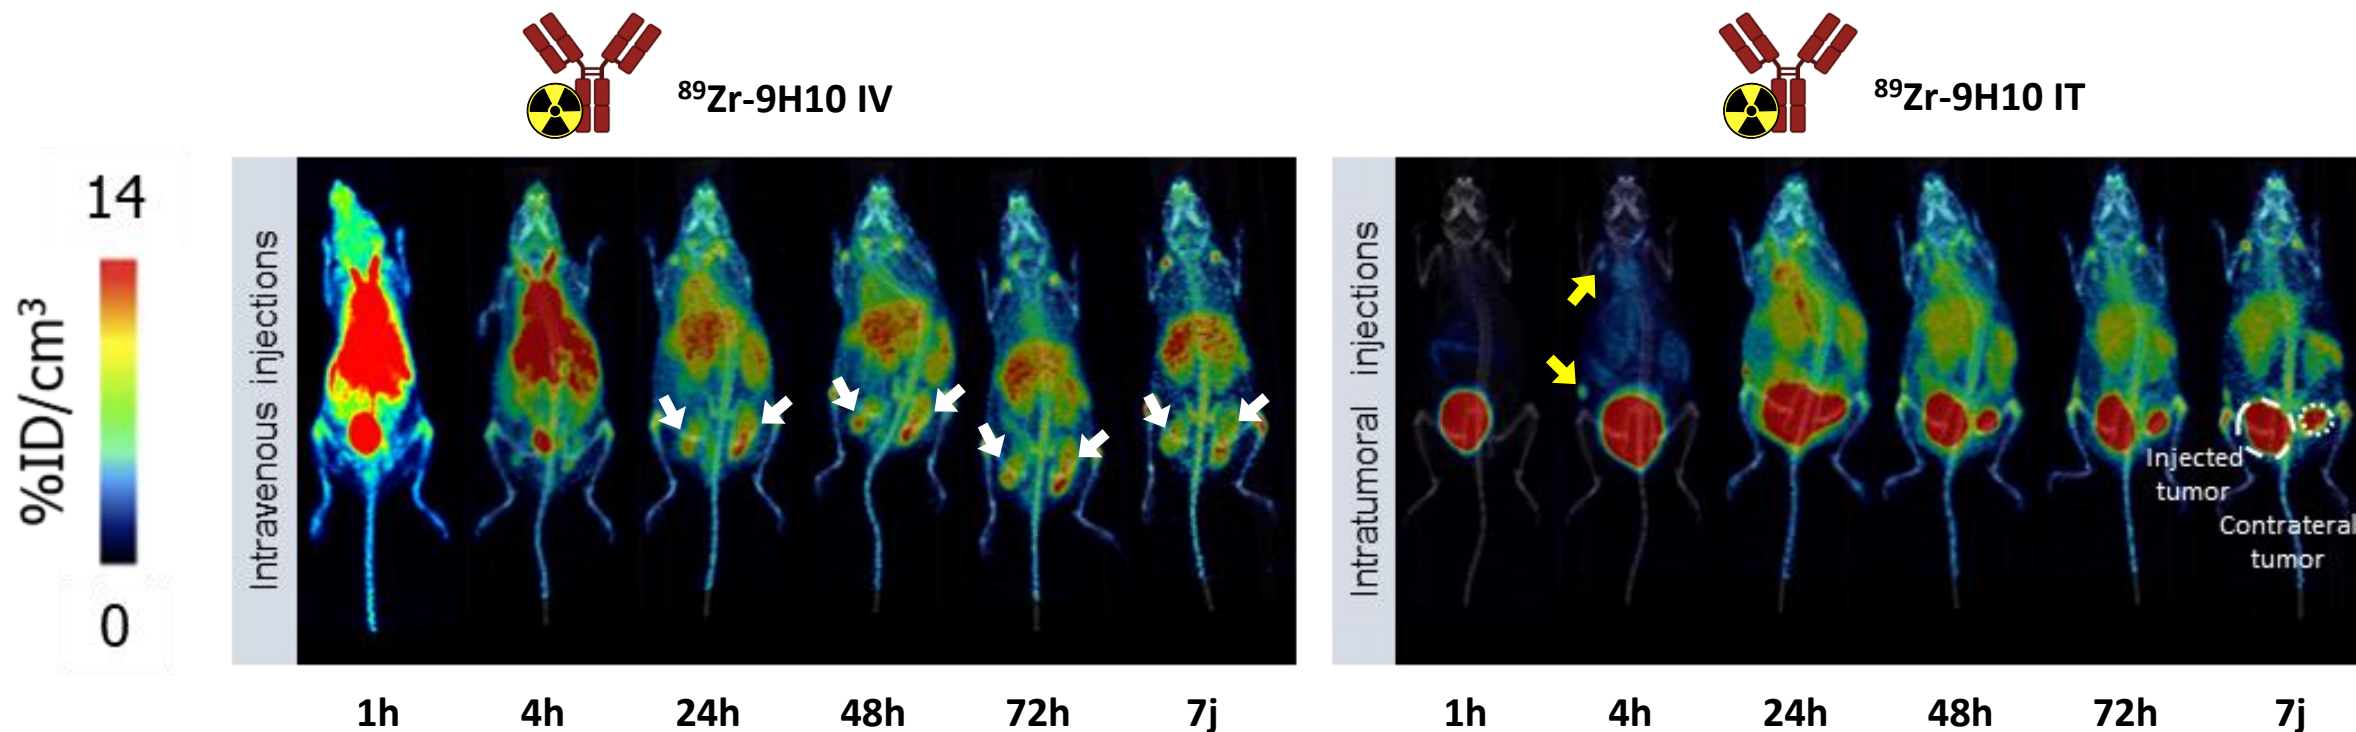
Imagerie PET à 1h, 4h, 24h, 48h, 72h, et 7j post-injection.
